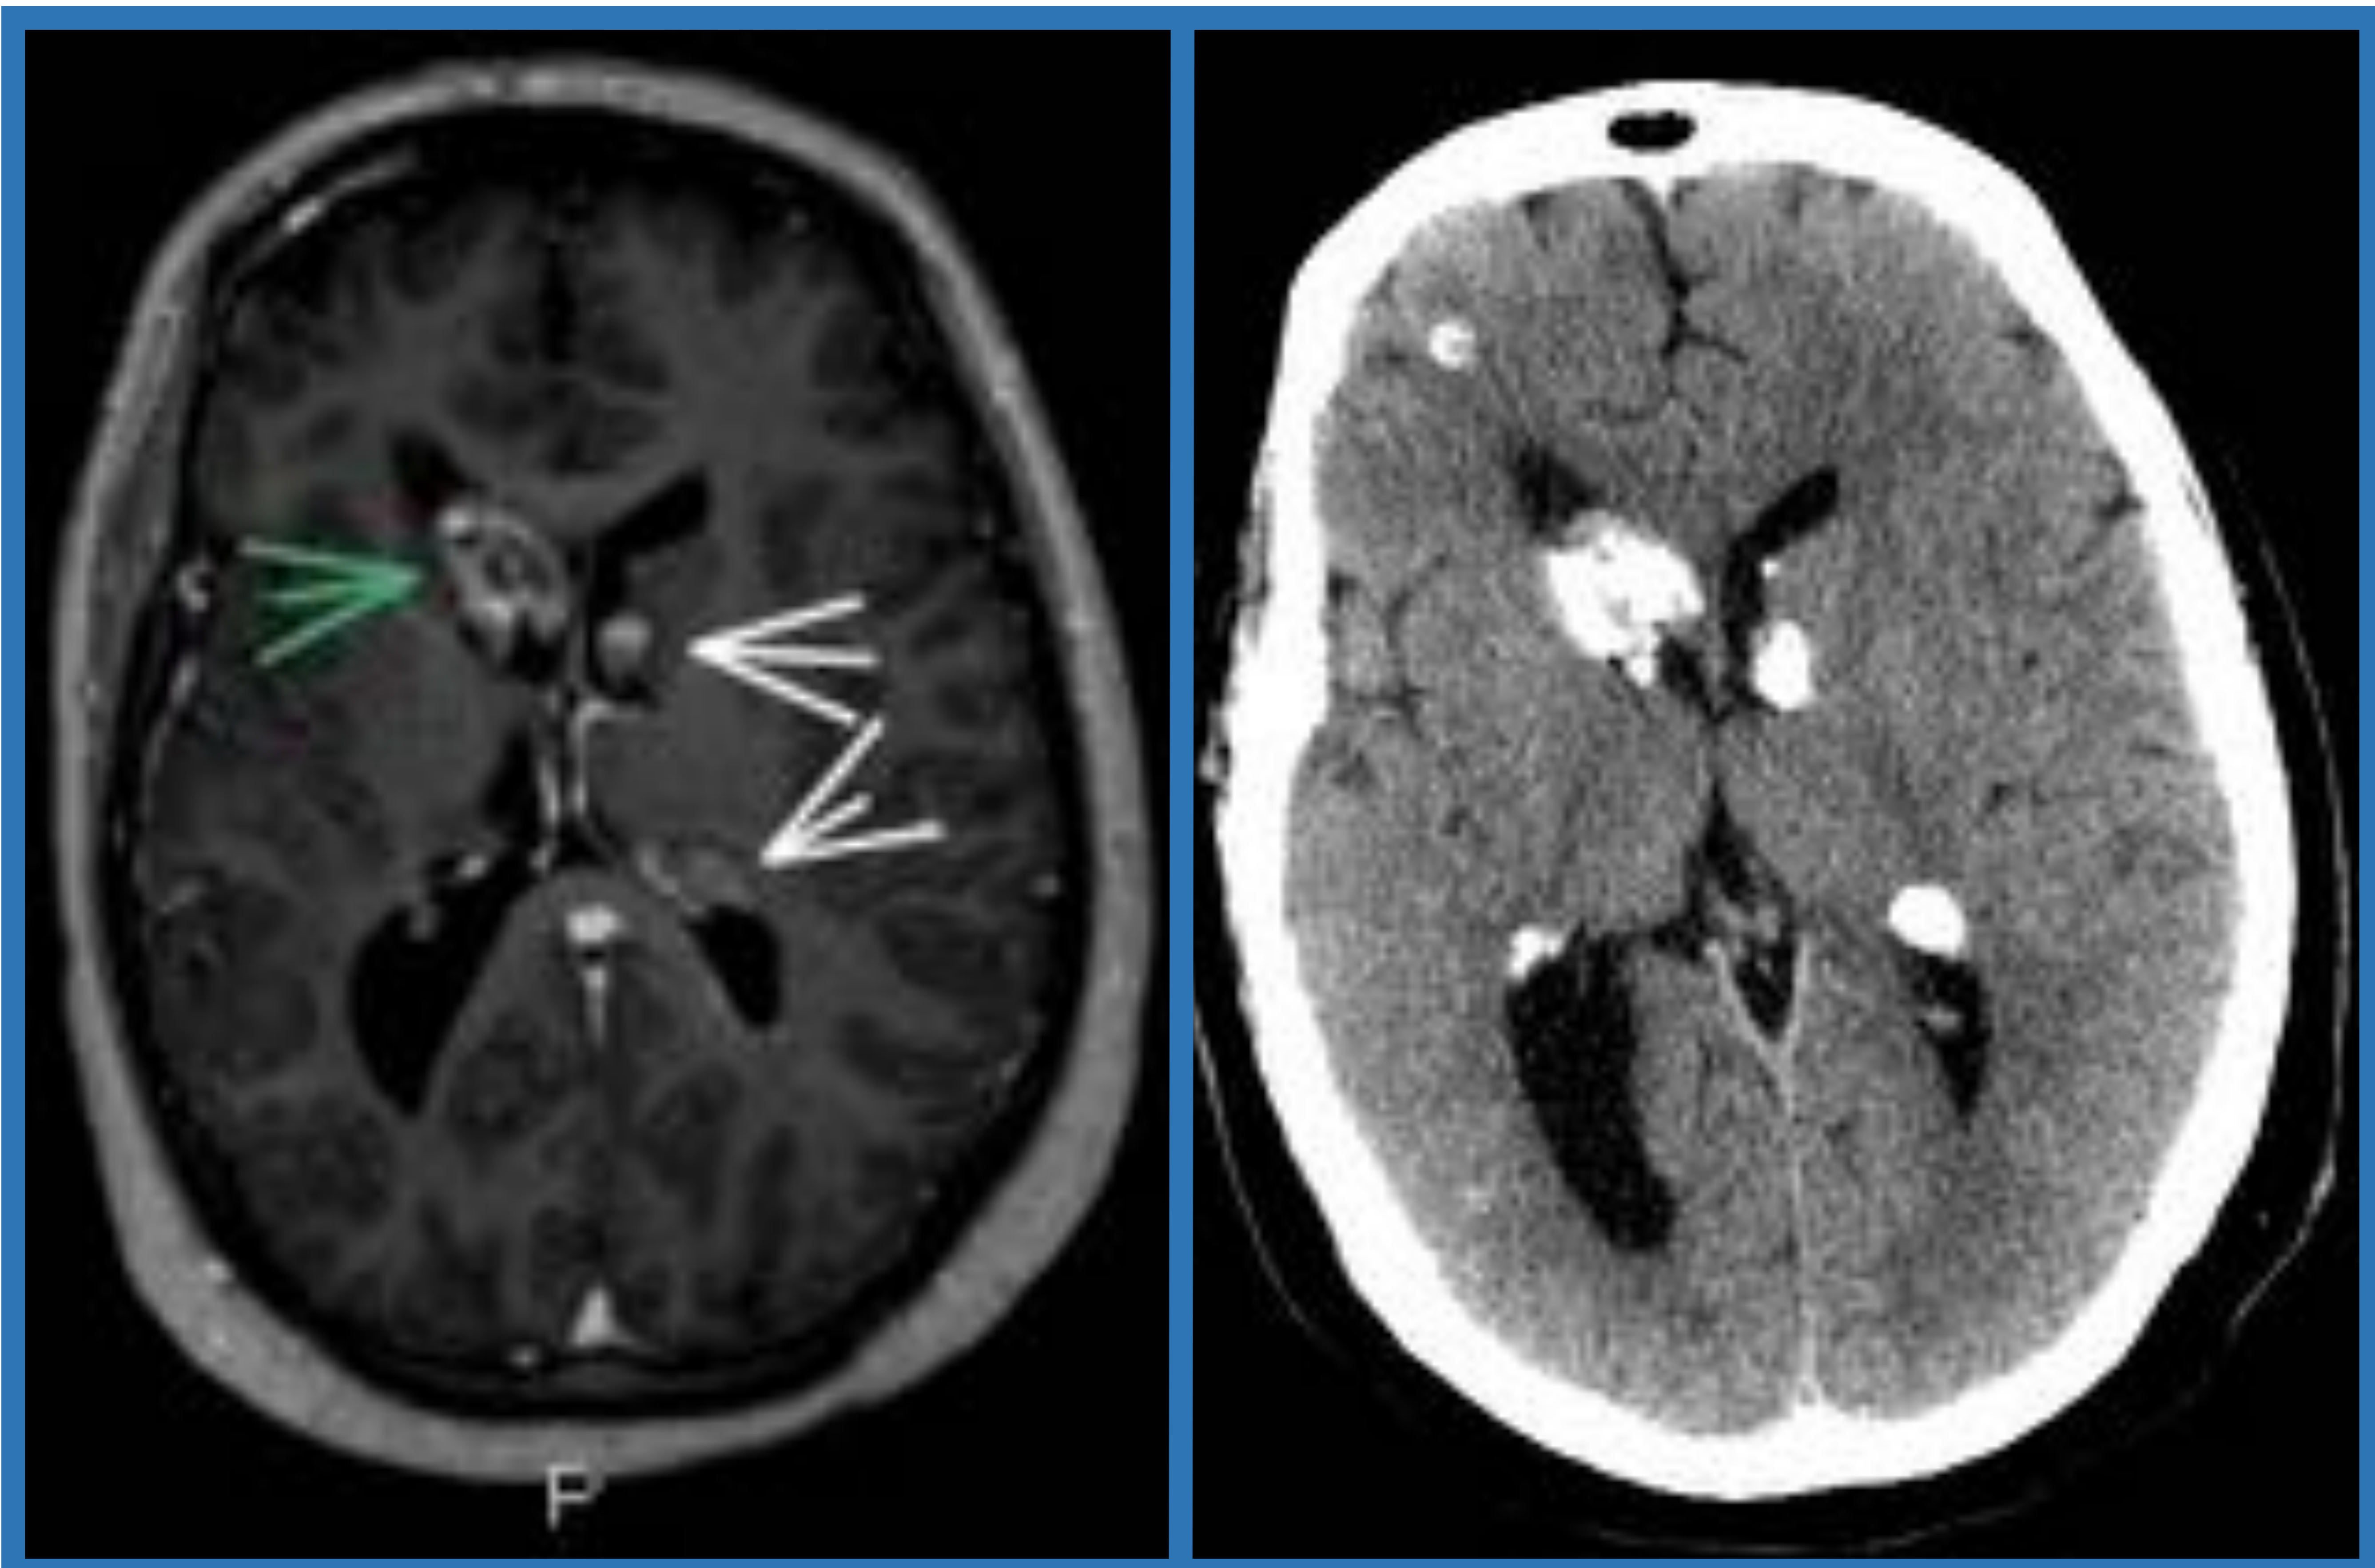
Masa intraventricular adyacente a foramen de Monro, heterogénea y con calcificaciones compatible con SEGA (flecha verde). También se identifican otros hamartomas subependimarios asociados. *Secuencia: axial T1 C+. TC de cráneo SC en plano axial.*
